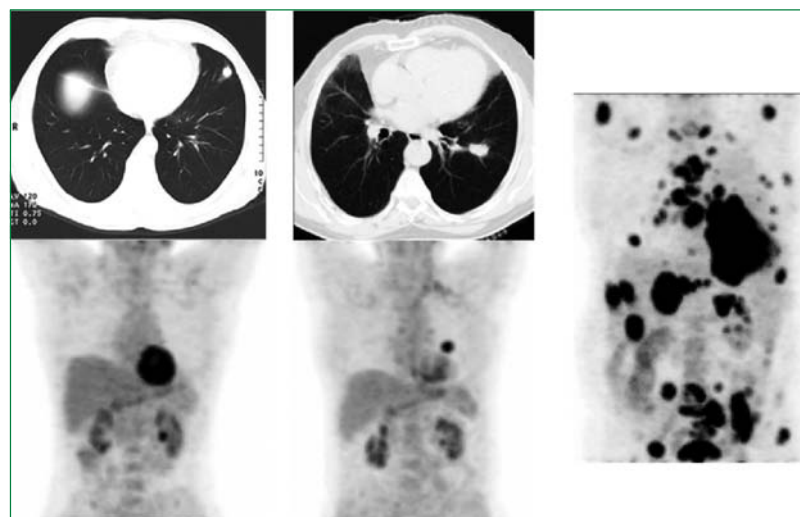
Évaluation d'un nodule pulmonaire indéterminé. Images de gauche (TDM et TEP) : Nodule pulmonaire à la lingula ne présentant aucune activité métabolique significative, compatible avec un nodule bénin/inflammatoire. Images centrales (TDM et TEP) : Nodule pulmonaire à proximité du hile gauche présentant une activité métabolique très significative compatible avec une néoplasie pulmonaire primaire maligne. Image de droite (TEP) : Atteinte plurimétastatique (os, ganglions, surrénales) provenant du poumon gauche.
